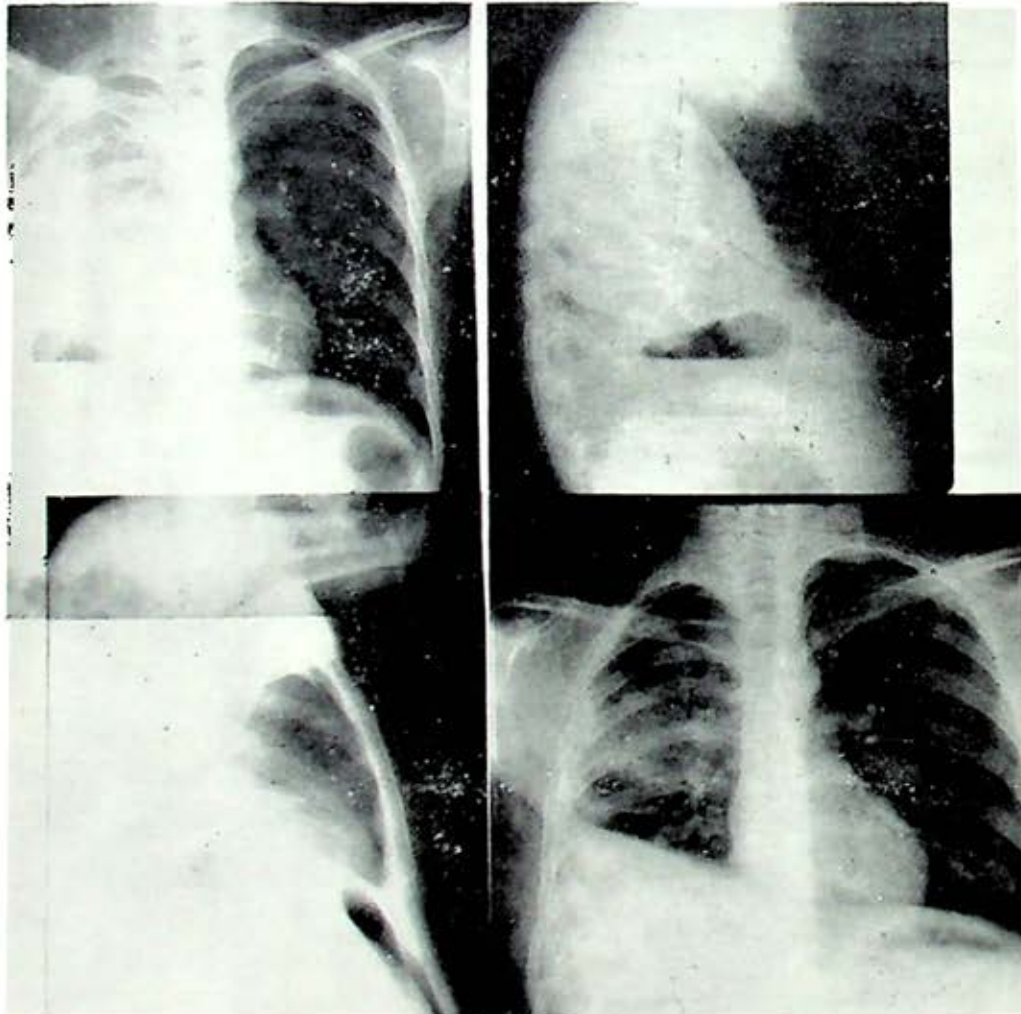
Radiografía de ingreso, imagen de derrame pleural derecho, imagen hidroaérea basal derecha, FIG. 14. Lateral con los mismos datos que en 1. FIG. 15. Lateral del neumoperitoneo con esta radiografía y la anterior podemos afirmar que la imagen hidroaérea corresponde al absceso hepático, FIG. 16. Radiografía con la que fue dado de alta, paquepleuritis marginal y deformación del hemidiafragma derecho como secuelas.
